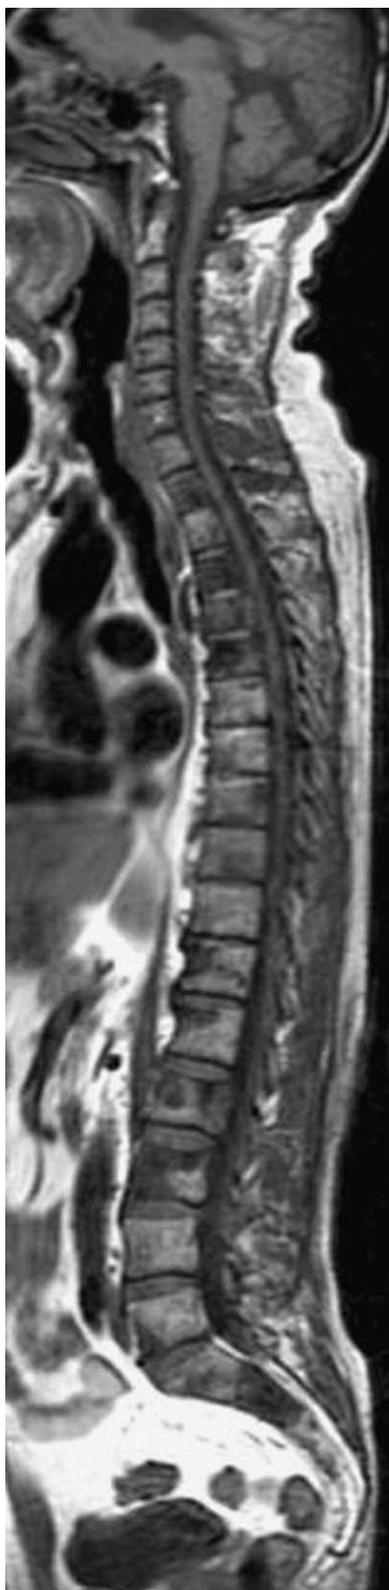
Resonancia magnética (RM) de la columna completa. Estudio completo de RM en corte sagital potenciado en T1 mostrando las múltiples metástasis de los cuerpos vertebrales dorsales, lumbares y sacro de señal hipointensa. La técnica es complementaria en el estudio de RM de cuerpo entero.
